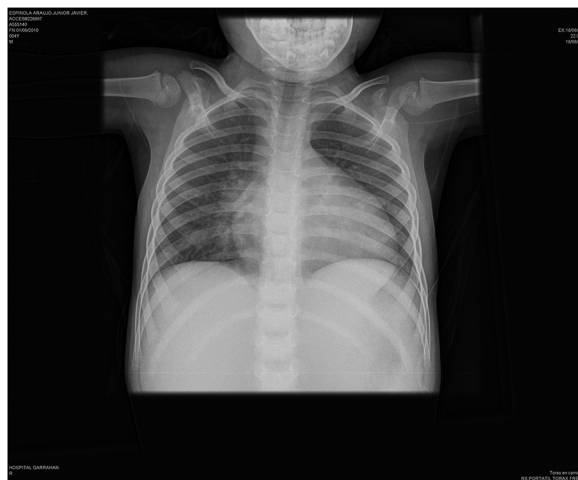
Radiografía de tórax frente el día del ingreso: se observa índice cardiotorácico aumentado (0,65).
